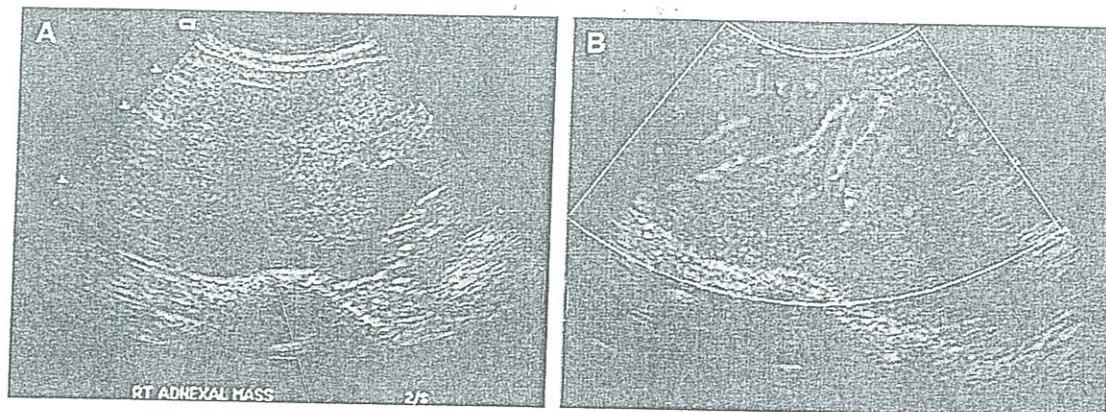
Disgerminoma. Escala de grises (A) Doppler color (B) imágenes del ovario derecho demuestran una vascularidad incrementada.
